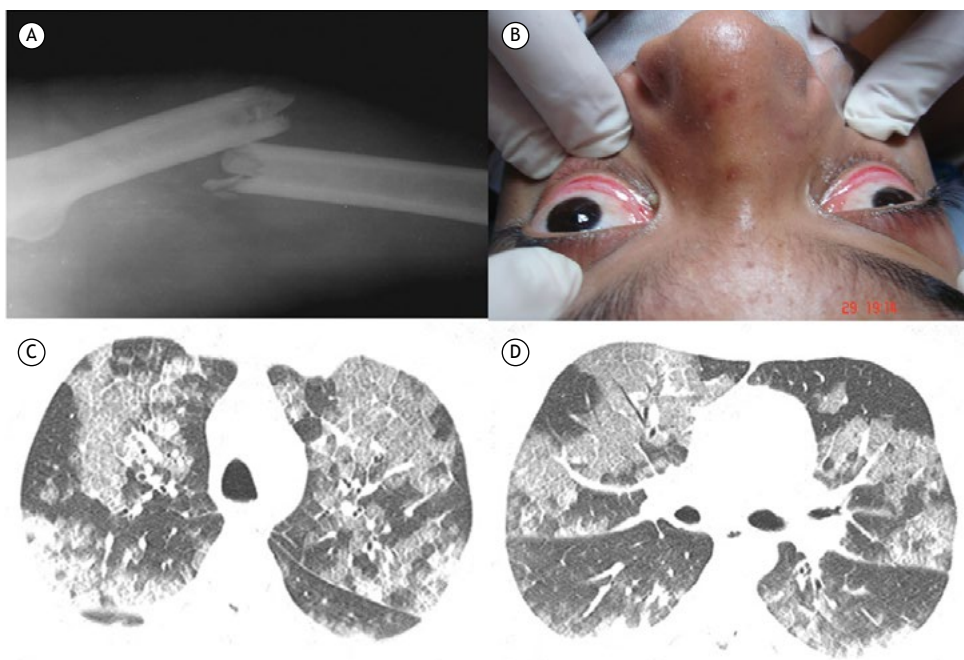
Em A, radiografia mostrando fratura diafisária completa do fêmur esquerdo. Em B, petéquias acometendo as conjuntivas. Em C e D, imagens axiais de TC de tórax obtidas ao nível dos lobos superiores e região subcarinal demonstram opacidades em vidro fosco bilaterais e esparsas com espessamento dos septos interlobulares causando o padrão de pavimentação em mosaico.
